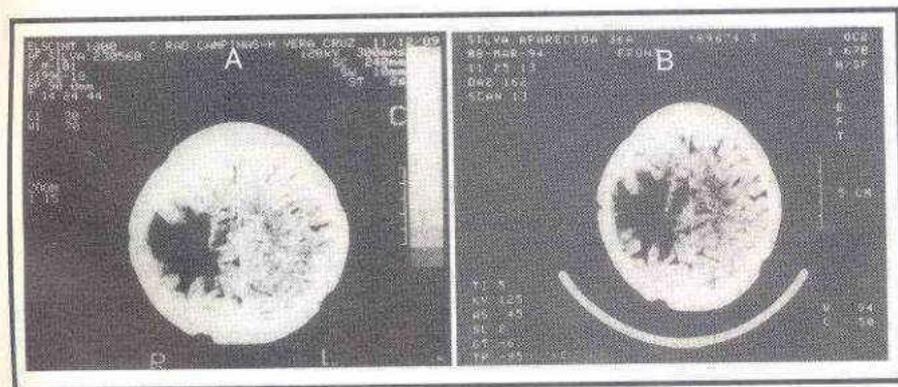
Tomografia computadorizada mostrando: A. Área hipodensa em região parietal direita, correspondendo à gliose recente. B. Área hipodensa em região parietal direita, correspondendo à gliose antiga. Pós-excôrese de nódulo metastático.
